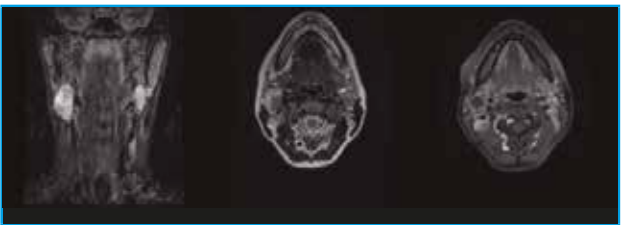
RM en secuencias coronal STIR, axial T2 y axial FSE con saturación grasa y contraste intravenoso que demuestran adenopatías bilaterales menores de 6 cm en TPOD. Cuello N2c..
